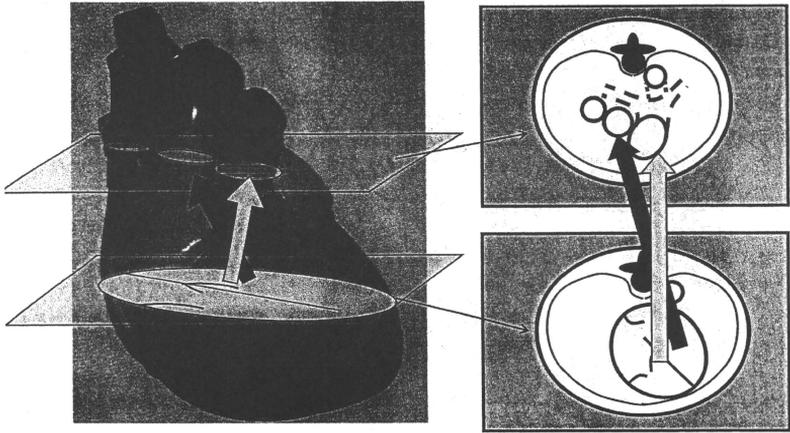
大動脈と肺動脈の立体的な位置関係と心エコーの断面図
